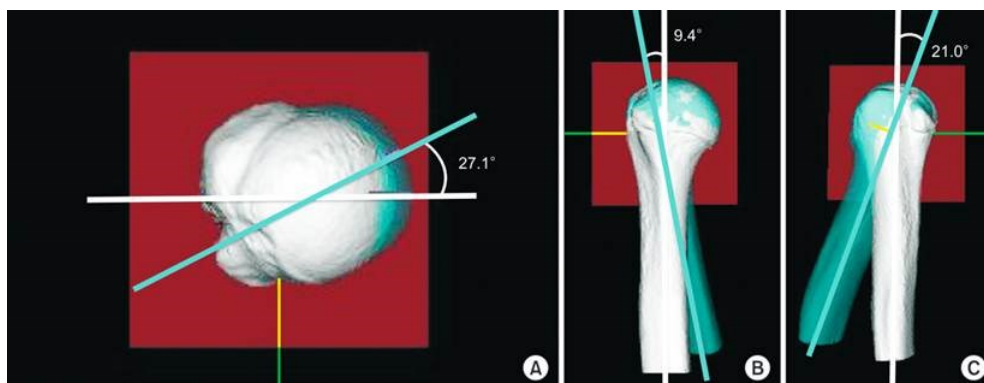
3D-CT des dominanten (blau) und des nicht-dominanten (weiß) Oberarm eines 15-jährigen Baseballspielers mit LLS zeigt eine Retroversionsfehlstellung von $27,1^\circ$ (A); eine Varusfehlstellung von $9,4^\circ$ (B); und eine Extensionsfehlstellung von $21,0^\circ$ (C) des dominanten Arms (115)
